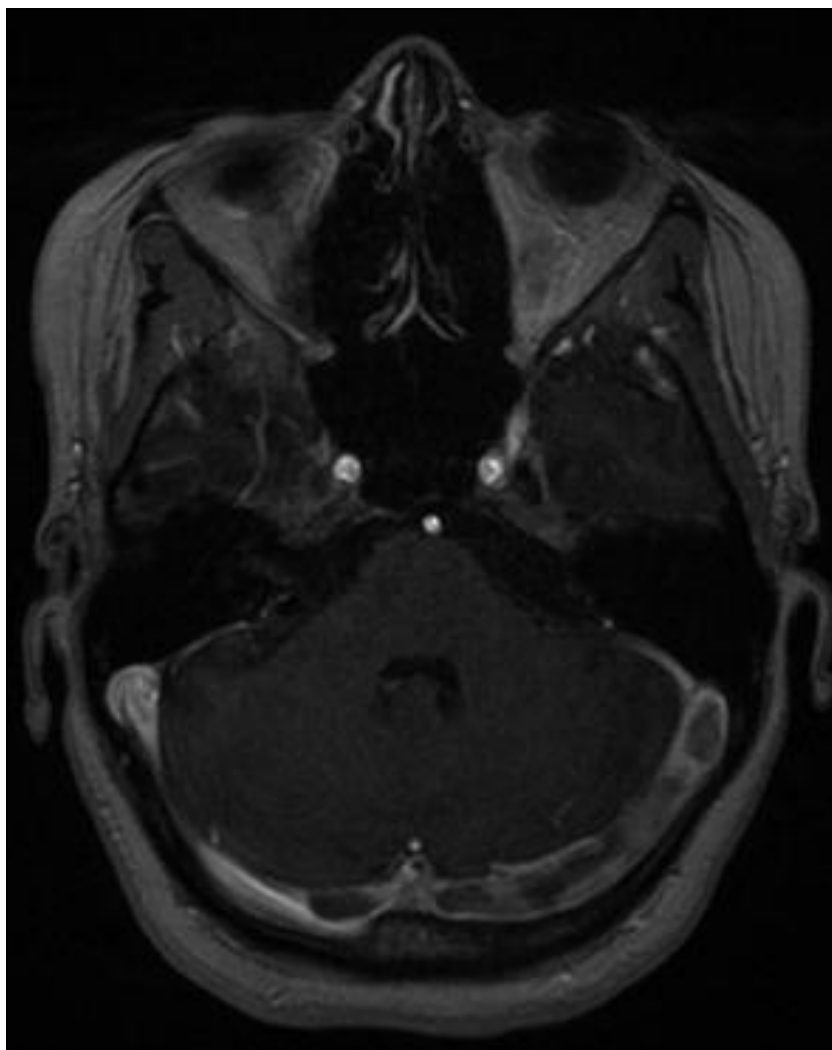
IRM cérébrale T1C+ axiale :
